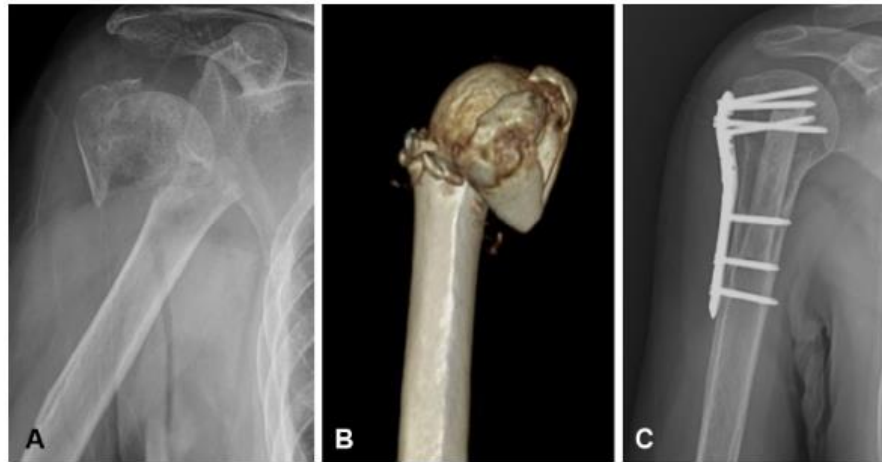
Locking plate fixation with fibular allograft augmentation in a 72-year-old female patient with a 4-part proximal humeral fracture on the right side. (A) Preoperative anteroposterior plain radiograph. (B) Preoperative 3-dimensional computed tomography scan. (C) Postoperative anteroposterior plain radiograph.
